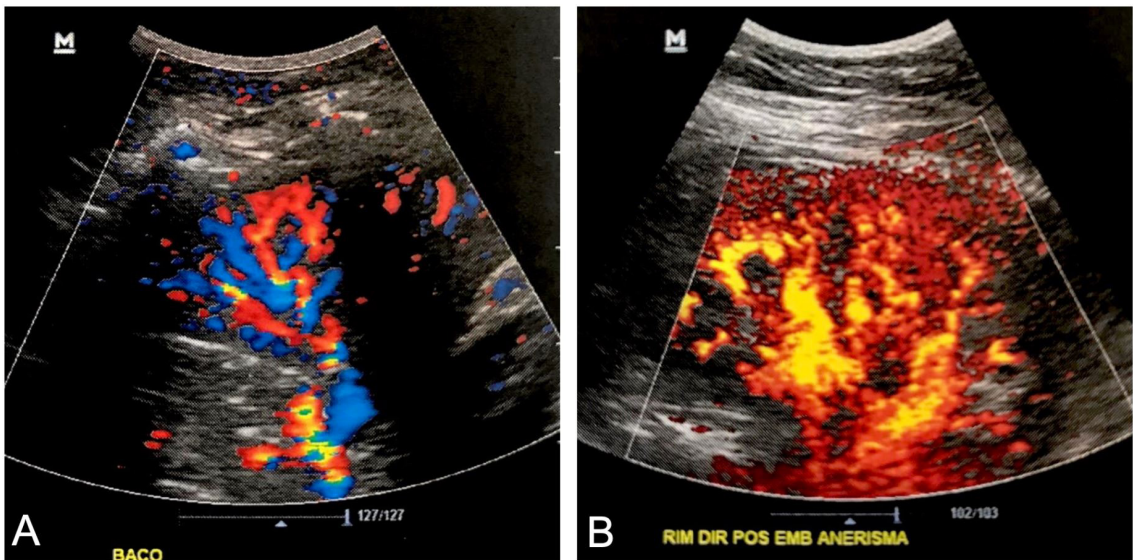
(A) Imagens de ultrassonografia Doppler de controle pós-operatório, evidenciando boa perfusão do parênquima esplênico; (B) Imagens de ultrassonografia Doppler de controle pós-operatório, evidenciando boa perfusão do parênquima renal.
